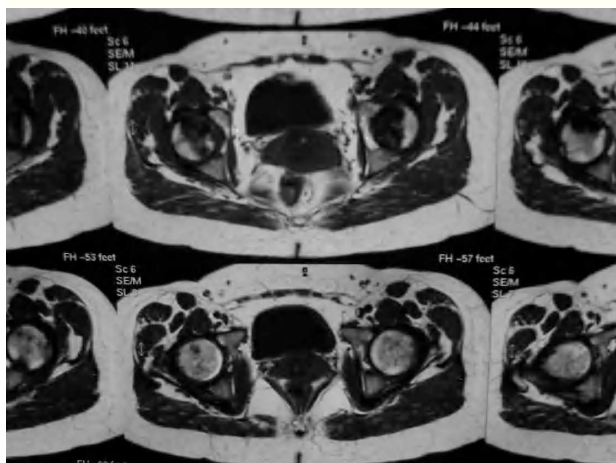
Resonancia magnética de caderas que muestra datos compatibles con una necrosis ósea avascular.
